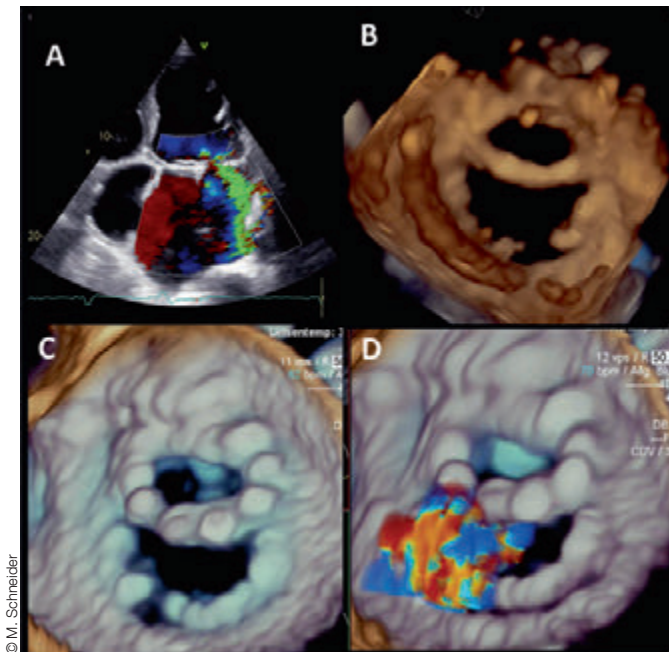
Ringdehiszenz einer rekonstruierten Mitralklappe. Panel A: Massive exzentrisch nach lateral/posterior gerichtete Mitralklappeninsuffizienz. Panel B: Transthorakale 3D-Rekonstruktion der Mitralklappe, „surgical view“. Panel C: Transösophageale Echokardiographie mit 3D-Rekonstruktion, „surgical view“, zu sehen ist das riesige para-anuläre Leak durch die partielle Dehiszenz des Rings. Panel D: 3D-TEE (gleicher Schnitt wie Panel C) mit Farbdoppler.
